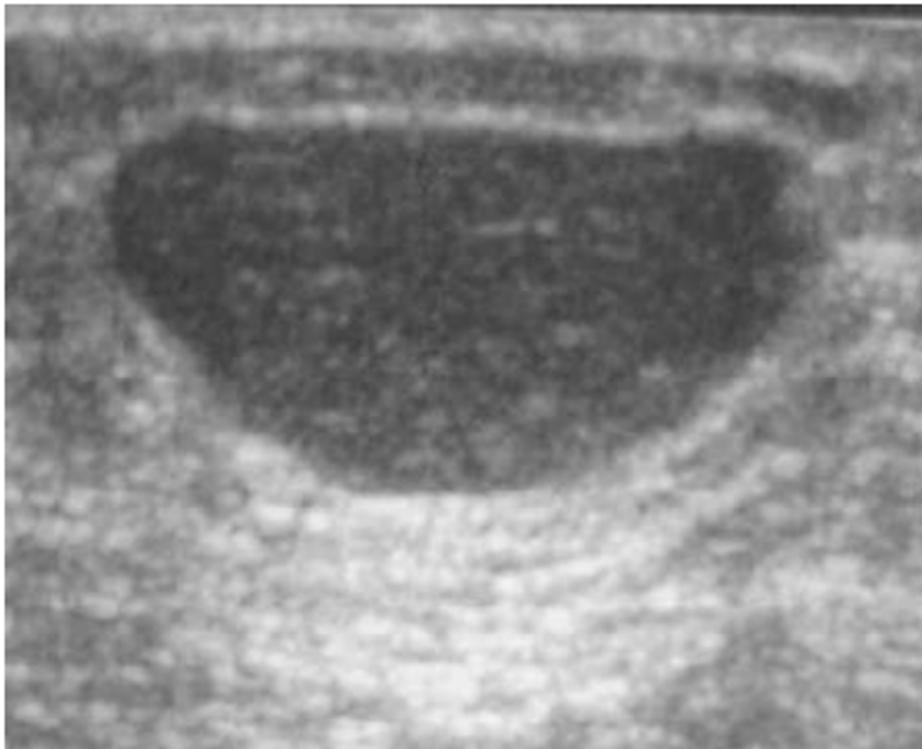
Aspect échographique d'un LPS : masse bien limitée hypoéchogène par rapport à la graisse sous cutanée.
